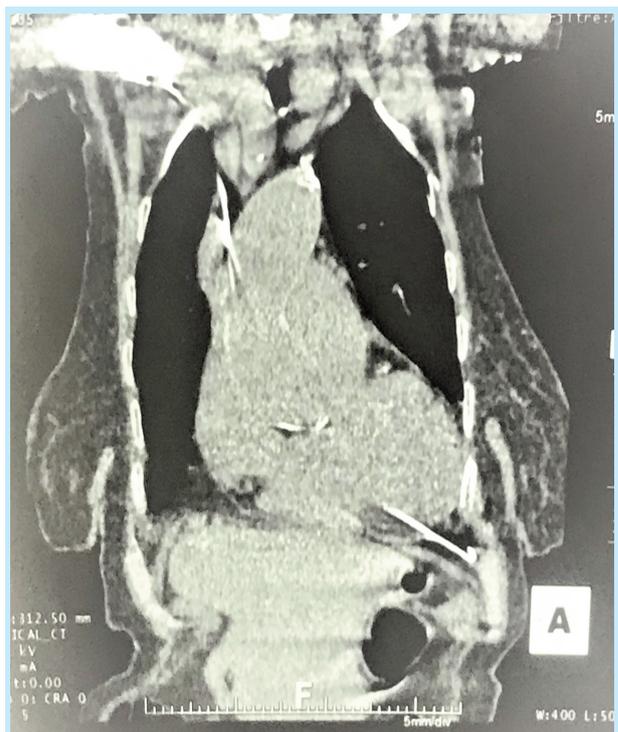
TDM thoracique en coupe coronale montrant la sonde de pacemaker qui perfore le ventricule droit et vient s'extérioriser au niveau de la paroi thoracique gauche .
